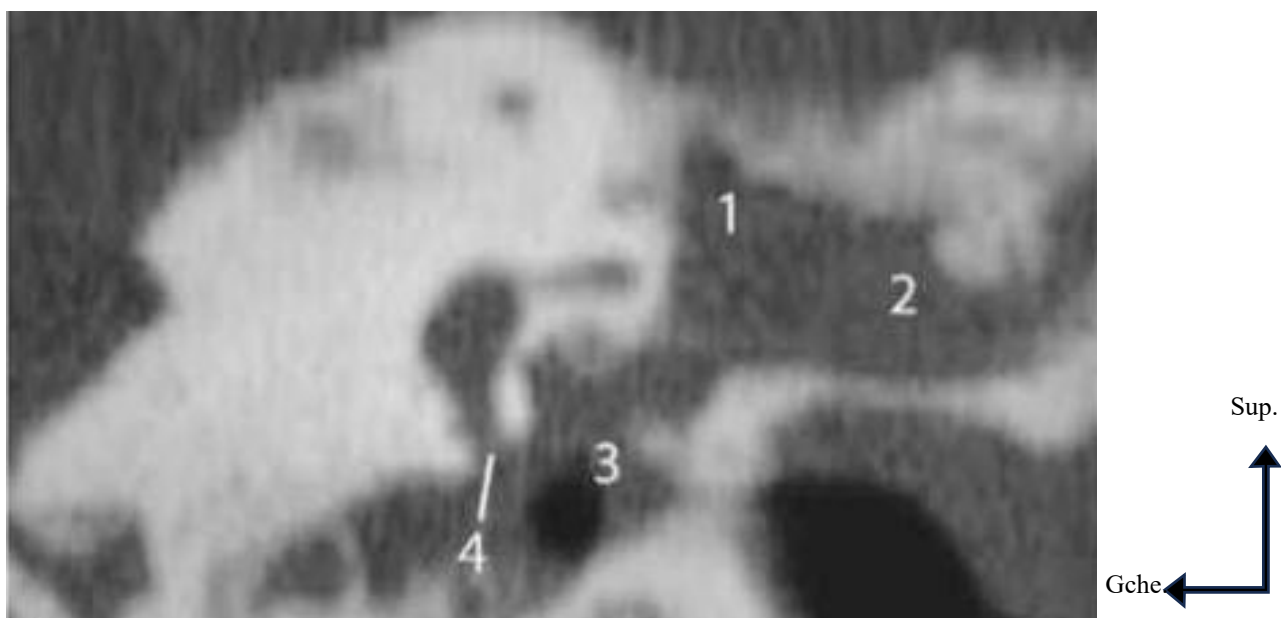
Cholestéatome. Lyse de l'écaille horizontale. TDM, coupe coronale. (1) Comblement tissulaire de l'antre ; (2) large érosion de l'écaille horizontale sus-méatique ; (3) comblement du méso-tympan ; (4) récessus de fenêtre ronde non aéré. [17]
